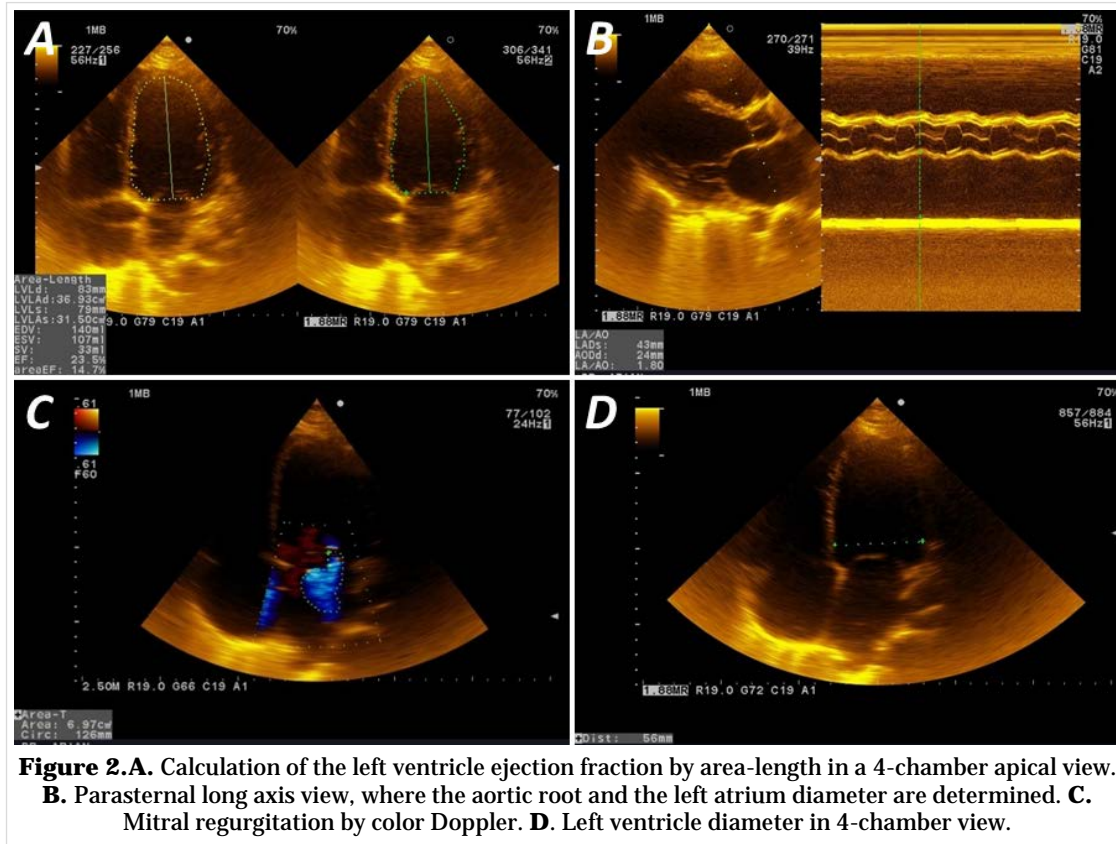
A. Calculation of the left ventricle ejection fraction by area-length in a 4-chamber apical view. B. Parasternal long axis view, where the aortic root and the left atrium diameter are determined. C. Mitral regurgitation by color Doppler. D. Left ventricle diameter in 4-chamber view.
